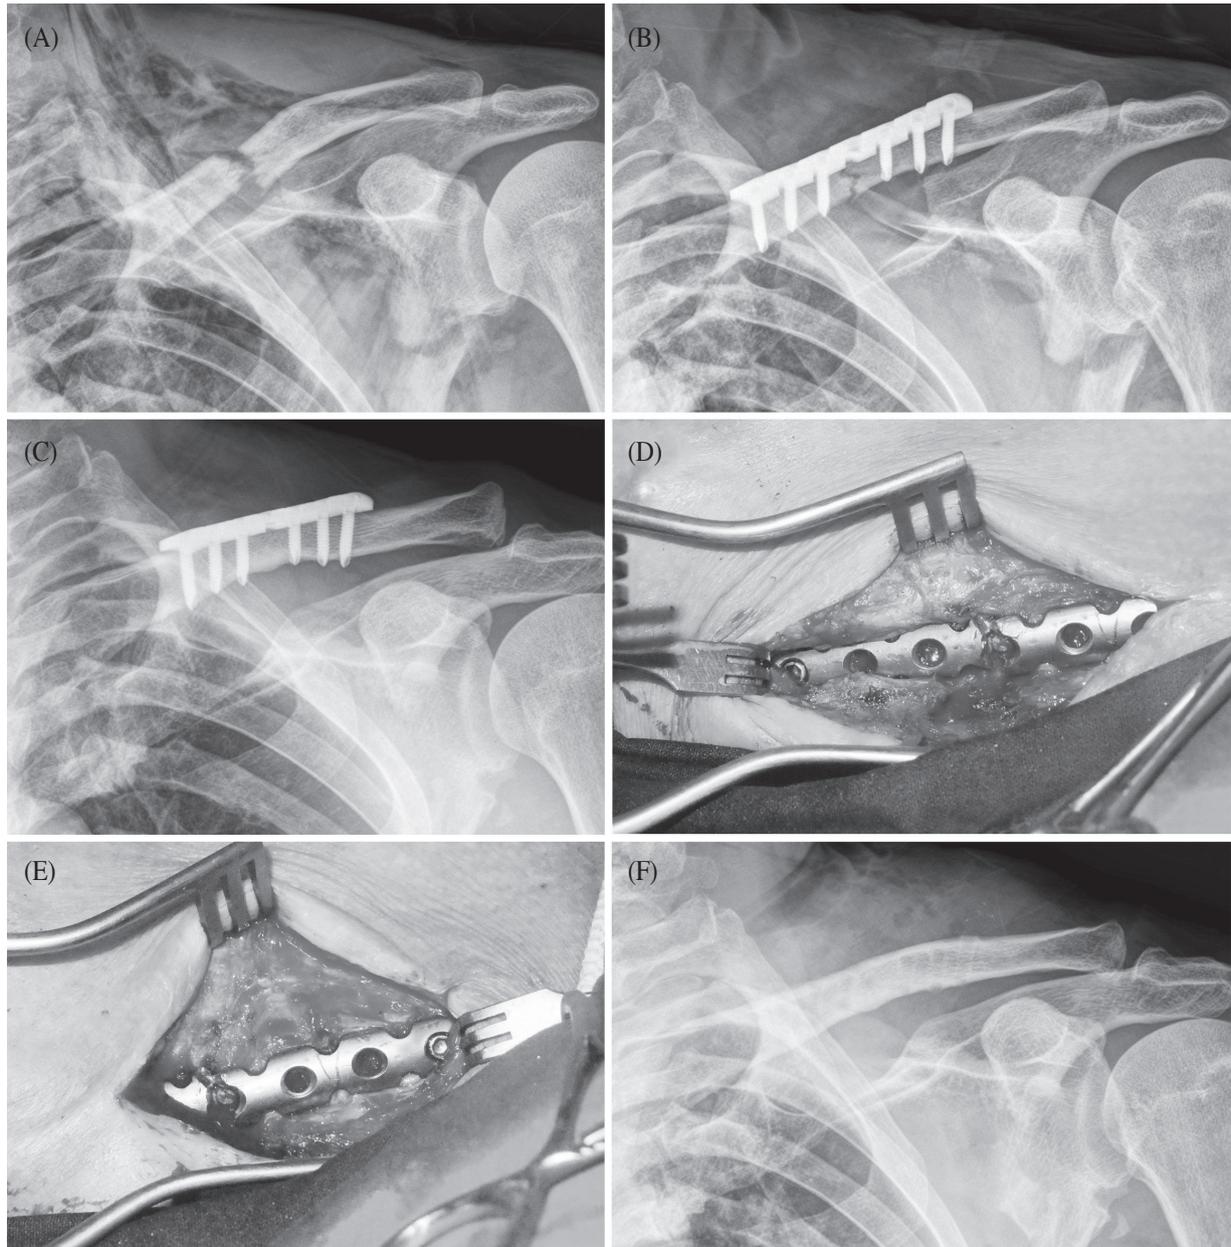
51-year-old man with left clavicle midshaft fracture combined floating shoulder was treated by open reduction and internal fixation with reconstruction locking compression plate. (A) Preoperative radiograph shows clavicle midshaft, scapular neck and spine fracture. (B) Postoperative radiograph shows internal fixation using reconstruction locking compression plate. (C) Radiograph at 12 months after the surgery shows complete bony union. (D-F) For metal removal, most medial and lateral stripped locking screws can be removed by cutting and twisting the plate. The patient had satisfactory clinical outcome at final follow-up.
